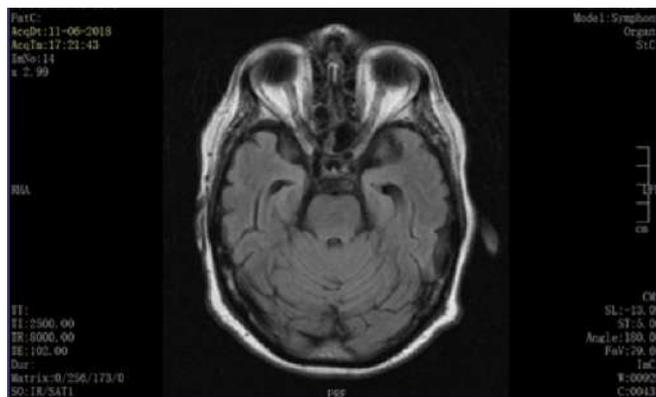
Ressonância Magnética Crânio-encefálica (11/06/2018).
